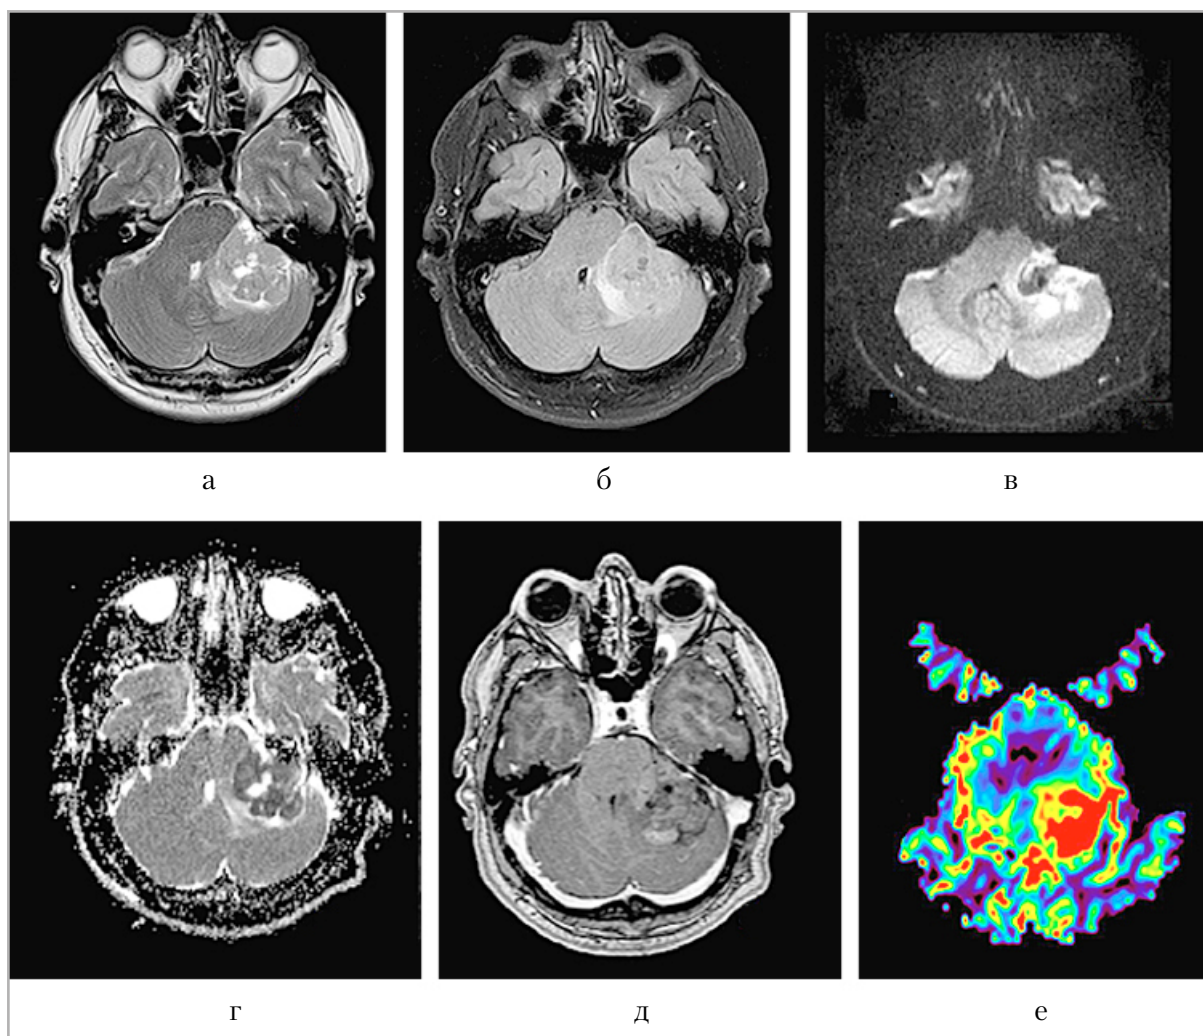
МРТ головного мозга пациента с медуллобластомой WNT-типа: *а, б* — T2, T2-FLAIR ВИ; *в, г* — DWI, ADC; *д* — T1-ВИ с контрастированием; *е* — CBF. В средней ножке мозжечка слева на фоне вазогенного отека выявляется опухоль, характеризующаяся неоднородным сигналом на T2, интенсивным кольцевидным накоплением контрастного препарата, ограничением диффузии, а также с соответствующими участками повышения значений скоростного мозгового кровотока в пределах $155 \pm 12,5$ мл/100гр/мин
